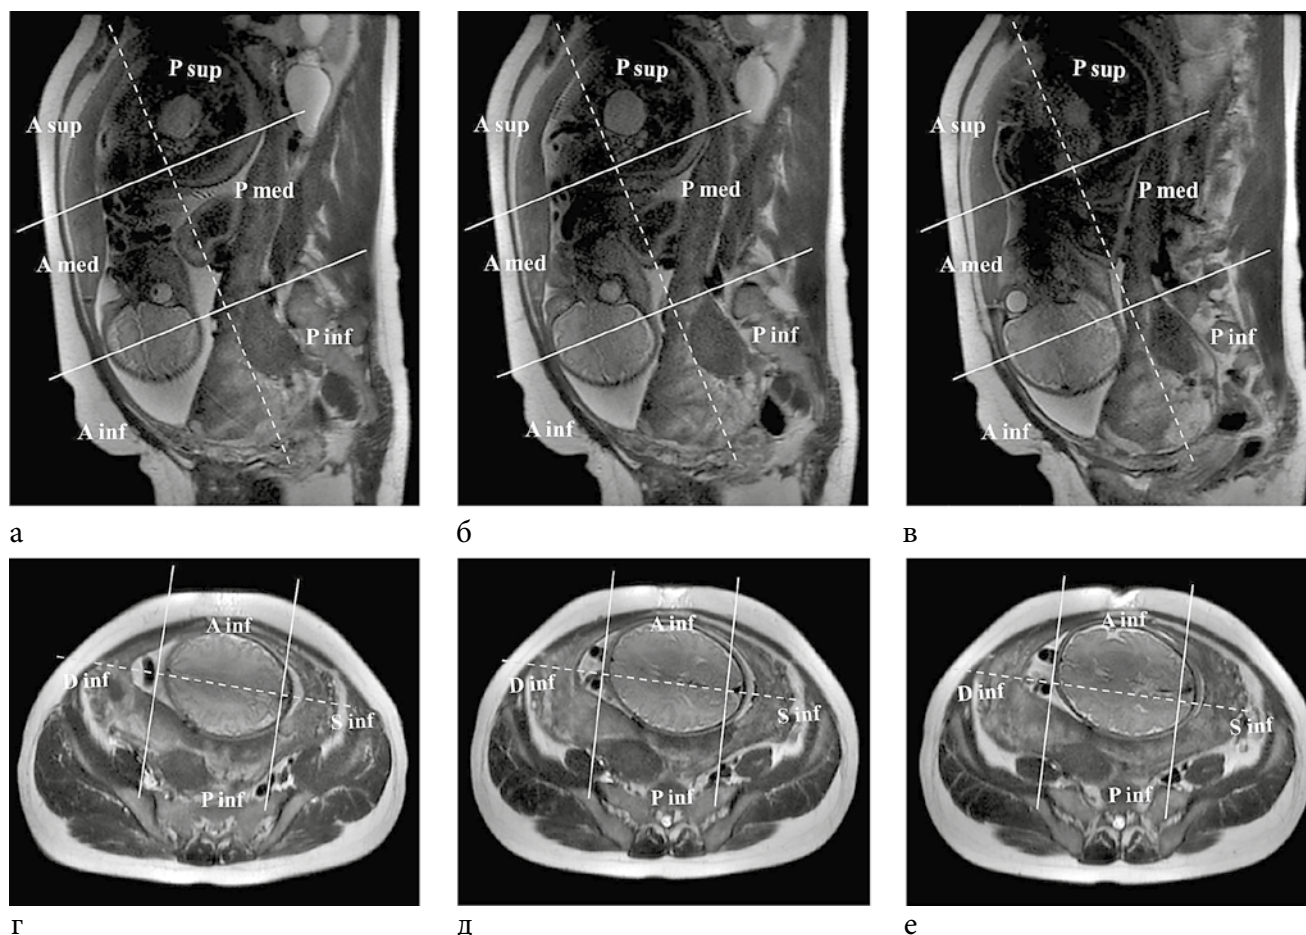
МРТ плаценты. Беременность 35 недель.
